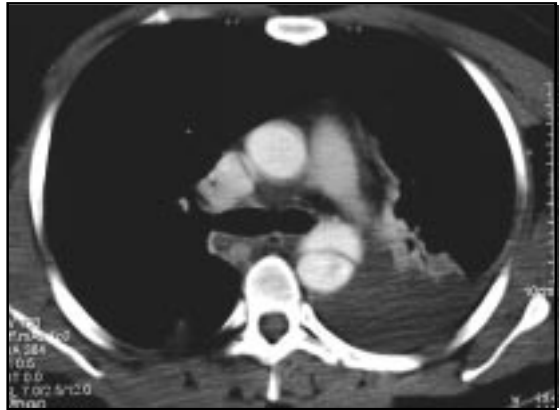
Corte axial de tomografía computada en fase arterial que revela la imagen de un "doble lumen" en la aorta descendente determinada por la presencia de un pseudoaneurisma, asociado a hemotórax izquierdo.
